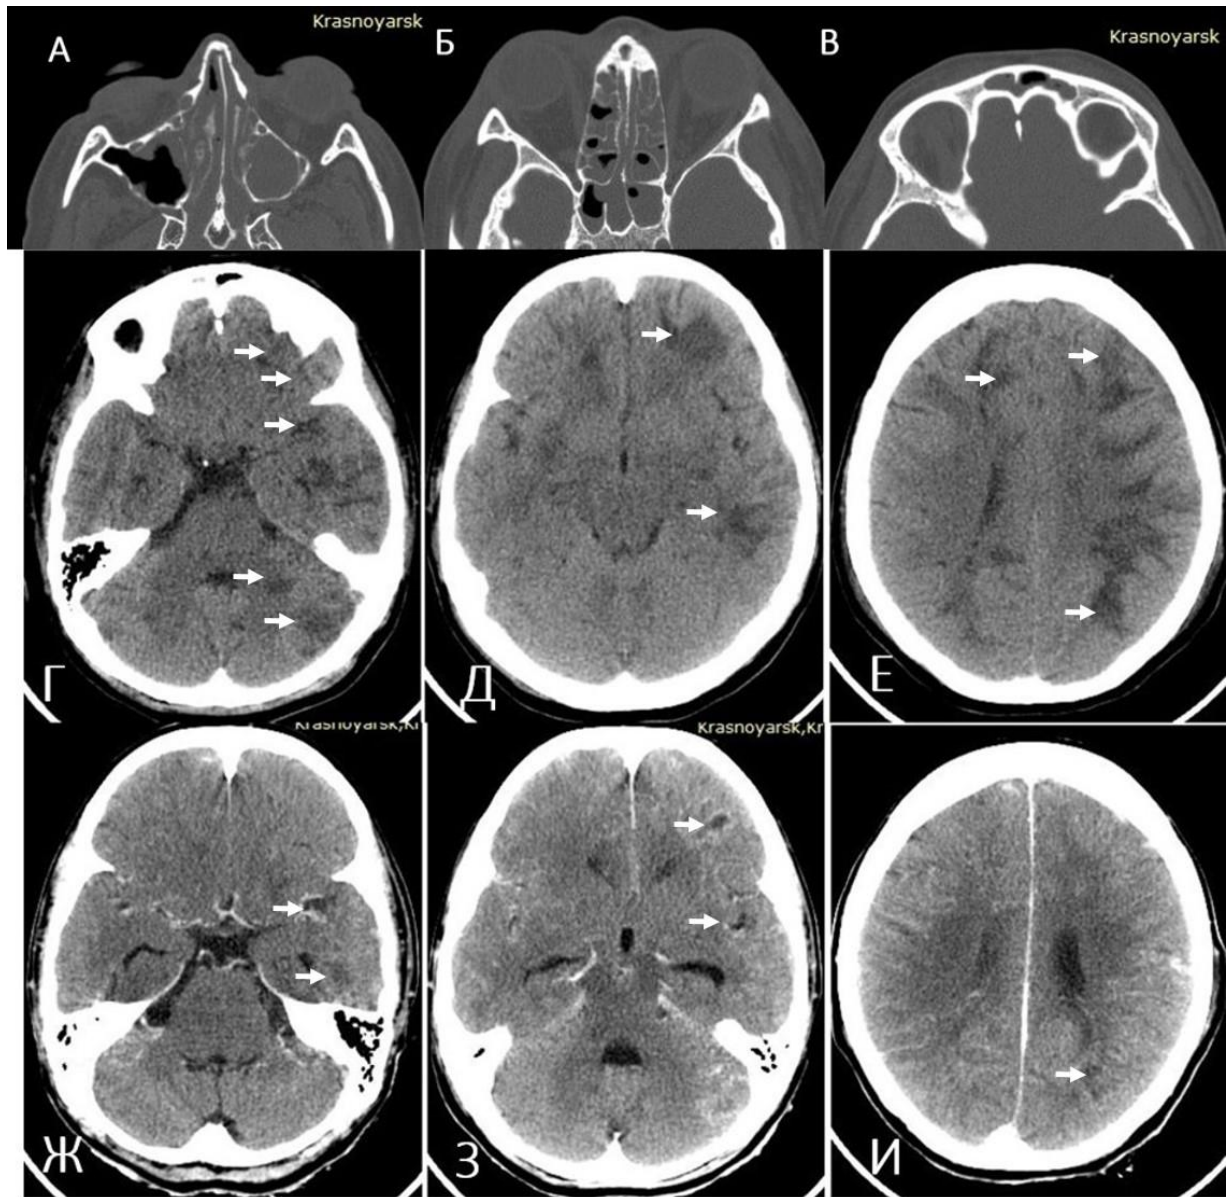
КТ околоносовых пазух пациентки А., 37 лет, в аксиальной проекции (А–В), КТ головного мозга в аксиальной проекции без контрастного усиления (Г–Е) и после введения контраста (Ж–И). Диагноз: обострение хронического гнойного пансинусита, риносинусогенный менингоэнцефалит, множественные энцефалитические очаги лобно-теменно-височных областей и мозжечка с обеих сторон, тяжелый сепсис, полиорганная недостаточность. Отмечаются выраженное пристеночное утолщение слизистой оболочки и скопление экссудата во всех околоносовых пазухах. При исследовании головного мозга без контрастного усиления отмечается наличие обширных неправильной формы плохо очерченных участков пониженной плотности по белому веществу головного мозга в субкортикальных отделах в обоих полушариях и в мозжечке с обеих сторон. При контрастном усилении отмечается слабое накопление контраста по периферии очагов
